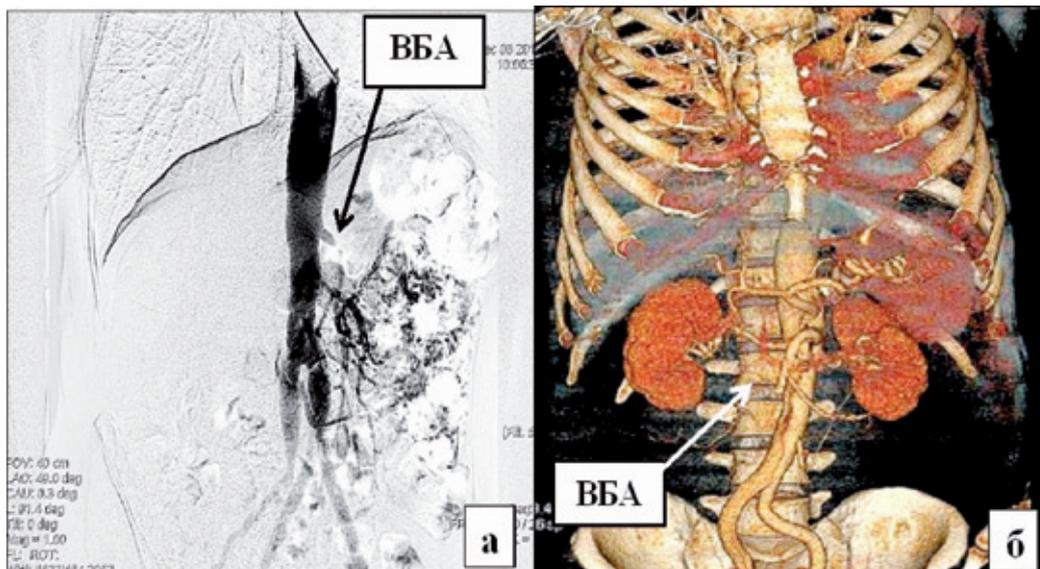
а – аортомезентерикография. Мезентериальный тромбоз в бассейне ВБА. б – МСКТ ангиография брюшной полости. Расслоение грудного и брюшного отделов аорты с тромбозом ВБА
